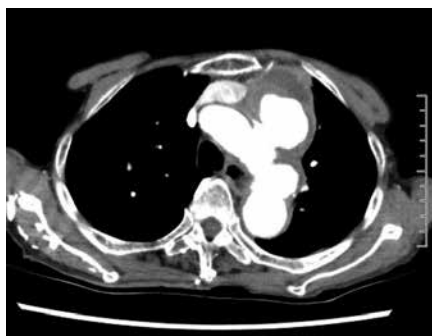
胸部大動脈瘤症例の胸部 X 線及び CT（症例5・症例6）
